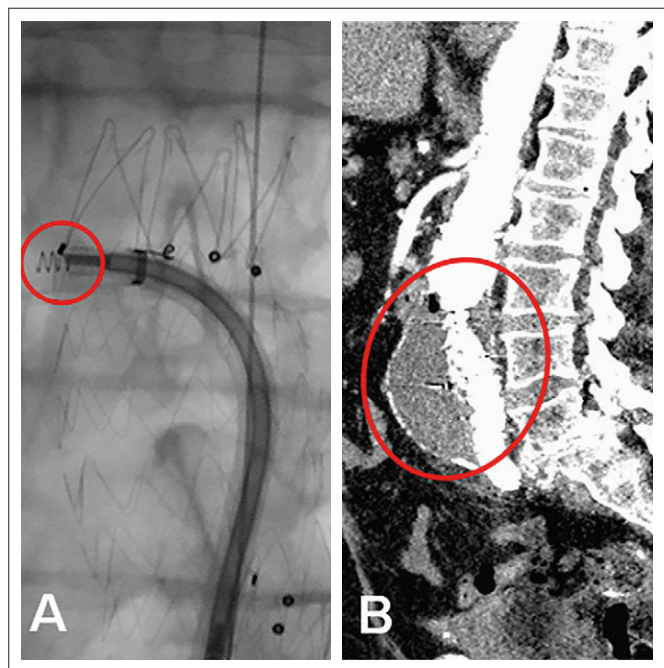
EndoAnchor-Implantation und Verlaufs kontrolle. (A): Angiographie (LAO 3°, CRAN 9°). Implantation eines EndoAnchors (roter Kreis); (B): CT-Angiographie (koronare Schnittebene), regelrechter Sitz der Prothese, kein Endoleak Typ Ia.
